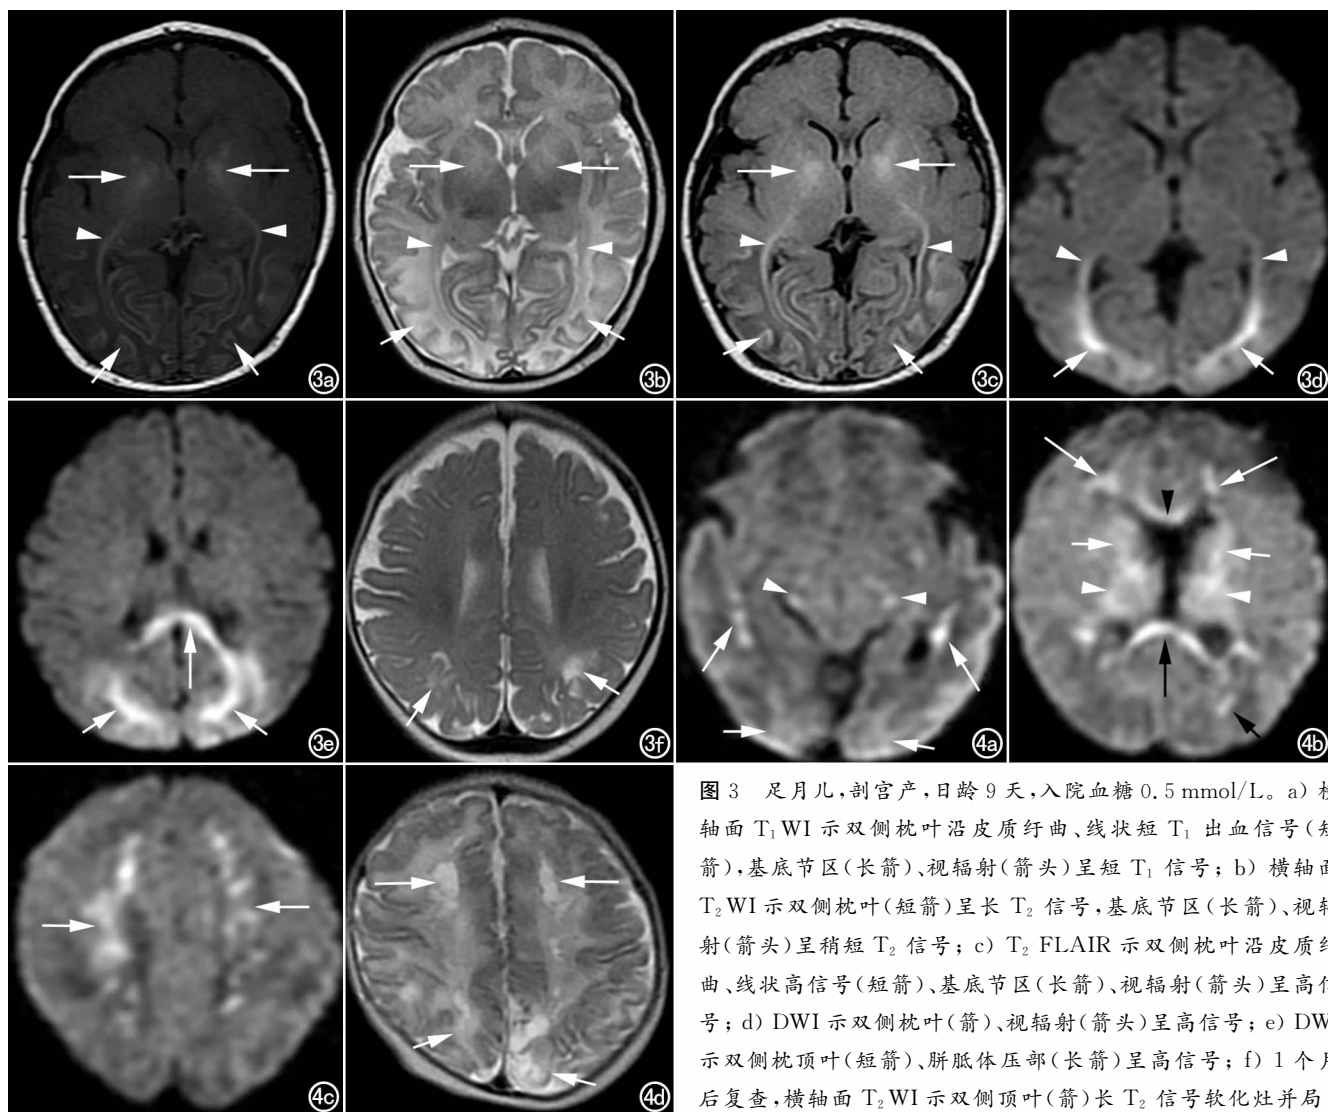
足月儿,剖宫产,日龄 9 天,入院血糖 0.5 mmol/L。a) 横轴面 T_1 WI 示双侧枕叶沿皮质纤维、线状短 T_1 出血信号(短箭),基底节区(长箭)、视辐射(箭头)呈短 T_1 信号; b) 横轴面 T_2 WI 示双侧枕叶(短箭)呈长 T_2 信号,基底节区(长箭)、视辐射(箭头)呈稍短 T_2 信号; c) T_2 FLAIR 示双侧枕叶沿皮质纤维、线状高信号(短箭)、基底节区(长箭)、视辐射(箭头)呈高信号; d) DWI 示双侧枕叶(箭)、视辐射(箭头)呈高信号; e) DWI 示双侧枕顶叶(短箭)、胼胝体压部(长箭)呈高信号; f) 1 个月复查,横轴面 T_2 WI 示双侧顶叶(箭)长 T_2 信号软化灶并局限
